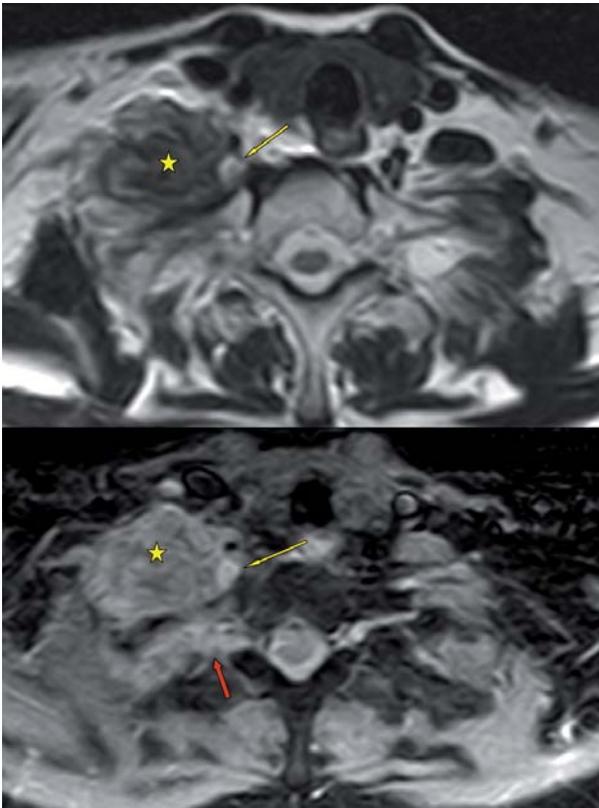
Varón de 67 años con hemoptisis y Horner derecho. Tumor de Pancoast. RM de huecos supraclaviculares. Secuencia TSE ponderada en T2 sin y con supresión grasas. Imagen superior: Lesión paravertebral (estrella) con afectación del ganglio estrellado (flecha). Imagen inferior: Lesión supraclavicular (estrella), con afectación del ganglio estrellado (flecha amarilla fina) y crecimiento perineural (flecha roja gruesa).
